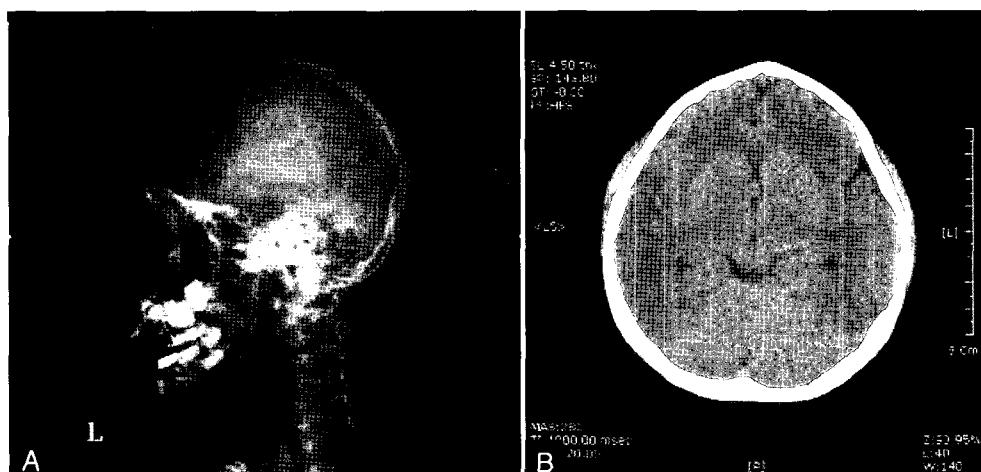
(A) Skull lateral X-ray; microcephaly and severe caries. (B) Brain CT; atrophy of frontal lobe due to small frontal bone and partial corpus callosum dysgenesis, but no calcification.
